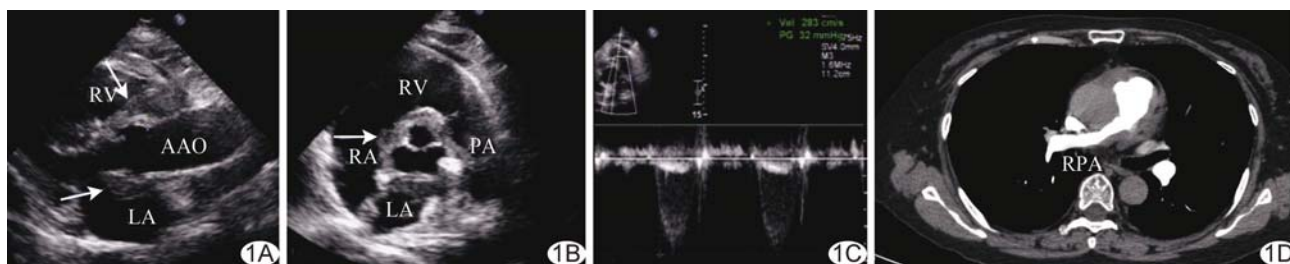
肺动脉型大动脉炎累及心内膜 A~C. 左心室长轴切面(A)、大动脉短轴切面(B)、肺动脉切面(C)超声心动图; D. 肺动脉 CT 造影(箭示低回声附着; LA: 左心房; AAO: 升主动脉; RV: 右心室流出道; PA: 肺动脉; RA: 右心房; RPA: 右肺动脉)
